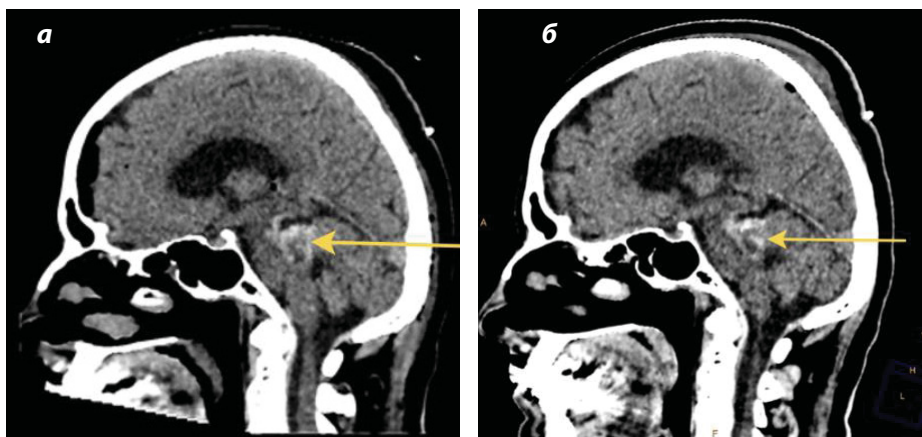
а – СКТ ГМ в первые сутки после операции. СПО, удаление объемного образования ствола мозга (согласно данным МРТ, кавернозная мальформация). Установлен вентрикулярный дренаж. На месте удаленной кавернозной мальформации – сгустки крови; б – СКТ ГМ на третьи сутки после операции
